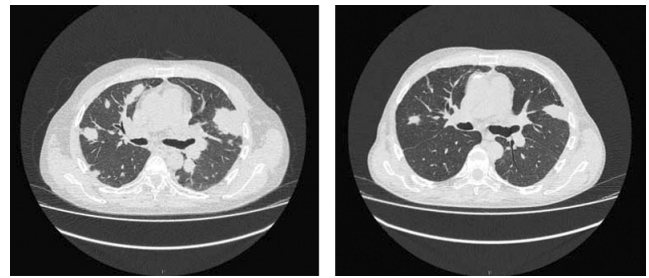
КТ органов грудной клетки: А — от 11.03.14; В — от 07.10.14
